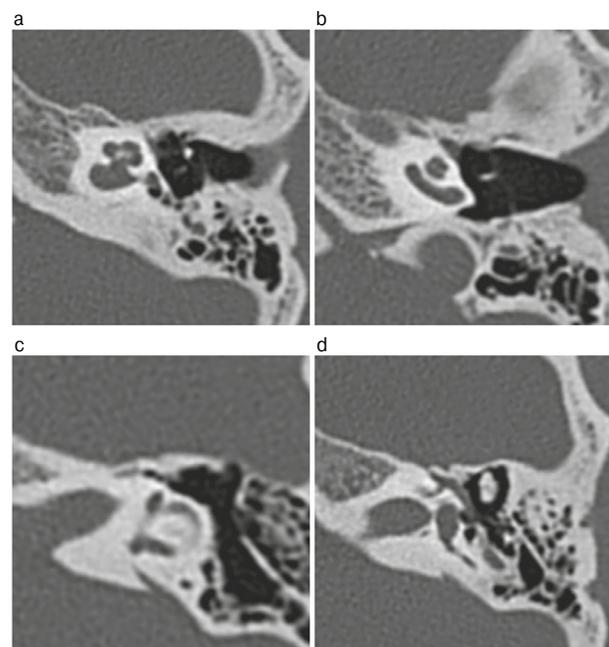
На срезах МСКТ левой ВК визуализируются нормальные структуры ВУ и СУ: a – нормальные размеры и отсутствие дефектов костной капсулы сагиттального полукружного канала; b – нормальные размеры и отсутствие дефектов костной капсулы латерального полукружного канала; c – нормальные размеры и отсутствие дефектов костной капсулы фронтального полукружного канала; d – нормальные размеры и отсутствие дефектов стенки ВСП.
